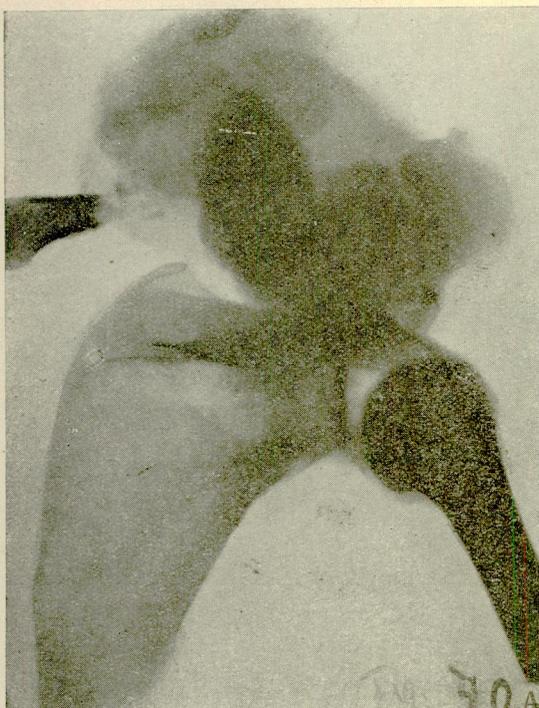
Radiografia da peça operatória mostra apenas sombra das partes moles do tumor clavicular exceto pequena porção da extremidade int. da clavícula desarticulada.
